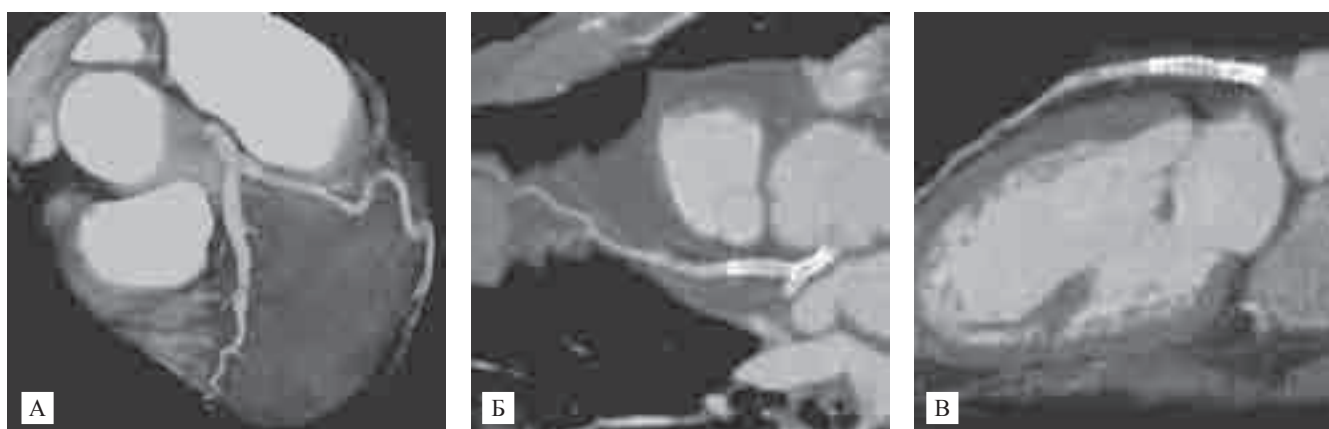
МСКТ сердца после стентирования ствола ЛКА и проксимальных отделов передней нисходящей и огибающей артерии. Признаков рестеноза стентов не выявлено. (А – VRT, Б, В – MPR)
